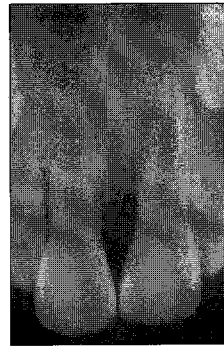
Periapical radiograph 2 years after removal of unerupted 2 mesiodens
